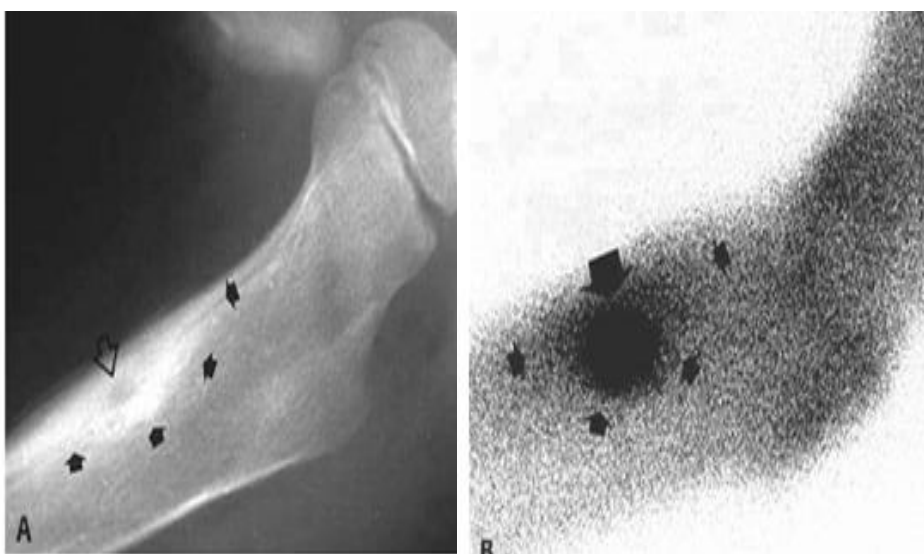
Остеоїдна остеома (ОО). Фрагмент рентгенограми стегнової кістки й ОСГ у бічній прооекціях. У проксимальному метадіафізі, субкортикально, у губчастій речовині, визначається невелика ділянка деструкції, що містить щільне ядро в центрі ("нідус" або "жовток"), що оточений вираженою зоною остеосклерозу. На зовнішній поверхні є звпаянілі періостальні накладення. У зоні деструкції на ОСГ – активне накопичення РФП ( $^{99m}\text{Tc}$ ) за рахунок численних дрібних судин (за Bank Y.-W.) .
